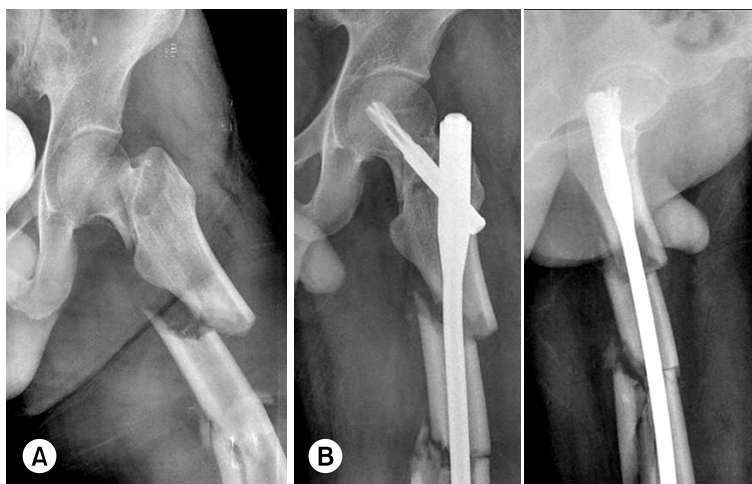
(A) Preoperative anteroposterior radiograph of the left hip of a 22 years old man, showing an combined femur shaft and neck fracture.
